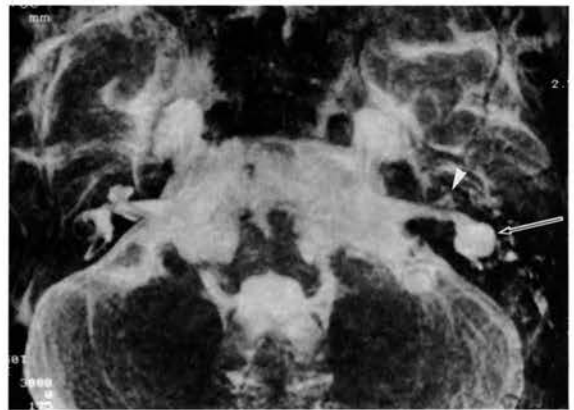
MRI、Target MIP画像の全体像を頭側より観察した画像を示す。CTで見られた洞状の部分(矢印)は均一無構造な高信号を呈し、水様のもの(おそらくはリンパ)を満たした腔と考えられる。CTでは発見できなかった痕跡的な蝸牛の存在が確認される(矢頭)。
